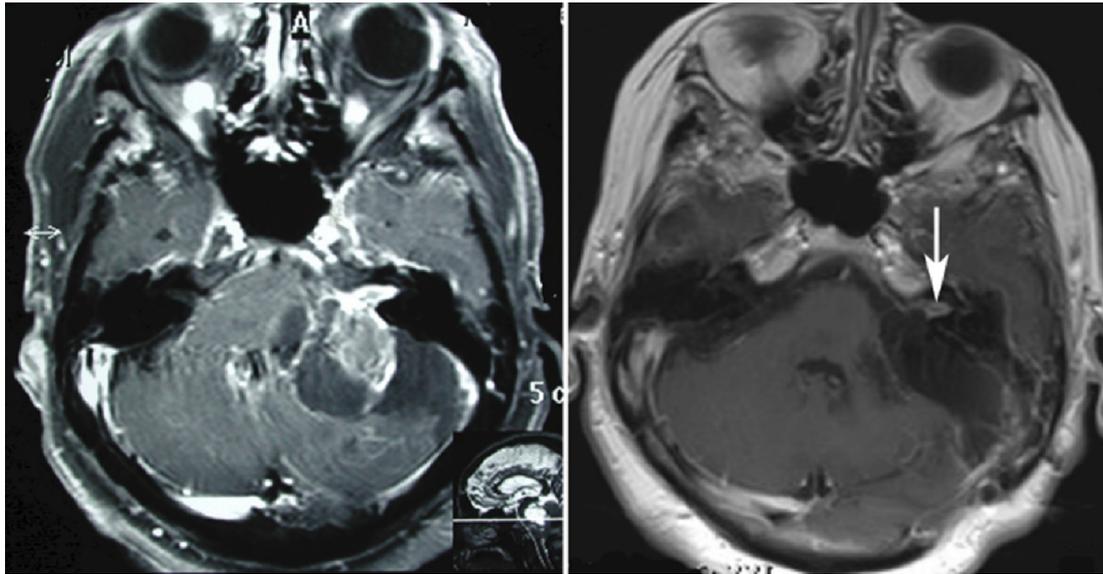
Corte axial de resonancia magnética en fase T1 contrastada que muestra un schwannoma vestibular izquierdo ubicado en la zona 2. La imagen preoperatoria está a la izquierda y la posoperatoria a la derecha. Intencionalmente se dejó un pequeño fragmento del tumor adherido al nervio facial (flecha) para evitar un daño funcional irreversible.
